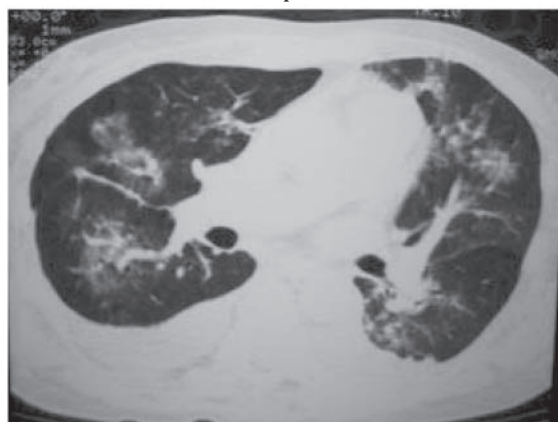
Tomografia computadorizada de tórax mostrando infiltrado pulmonar peri-hilar bilateral por hemorragia alveolar.
